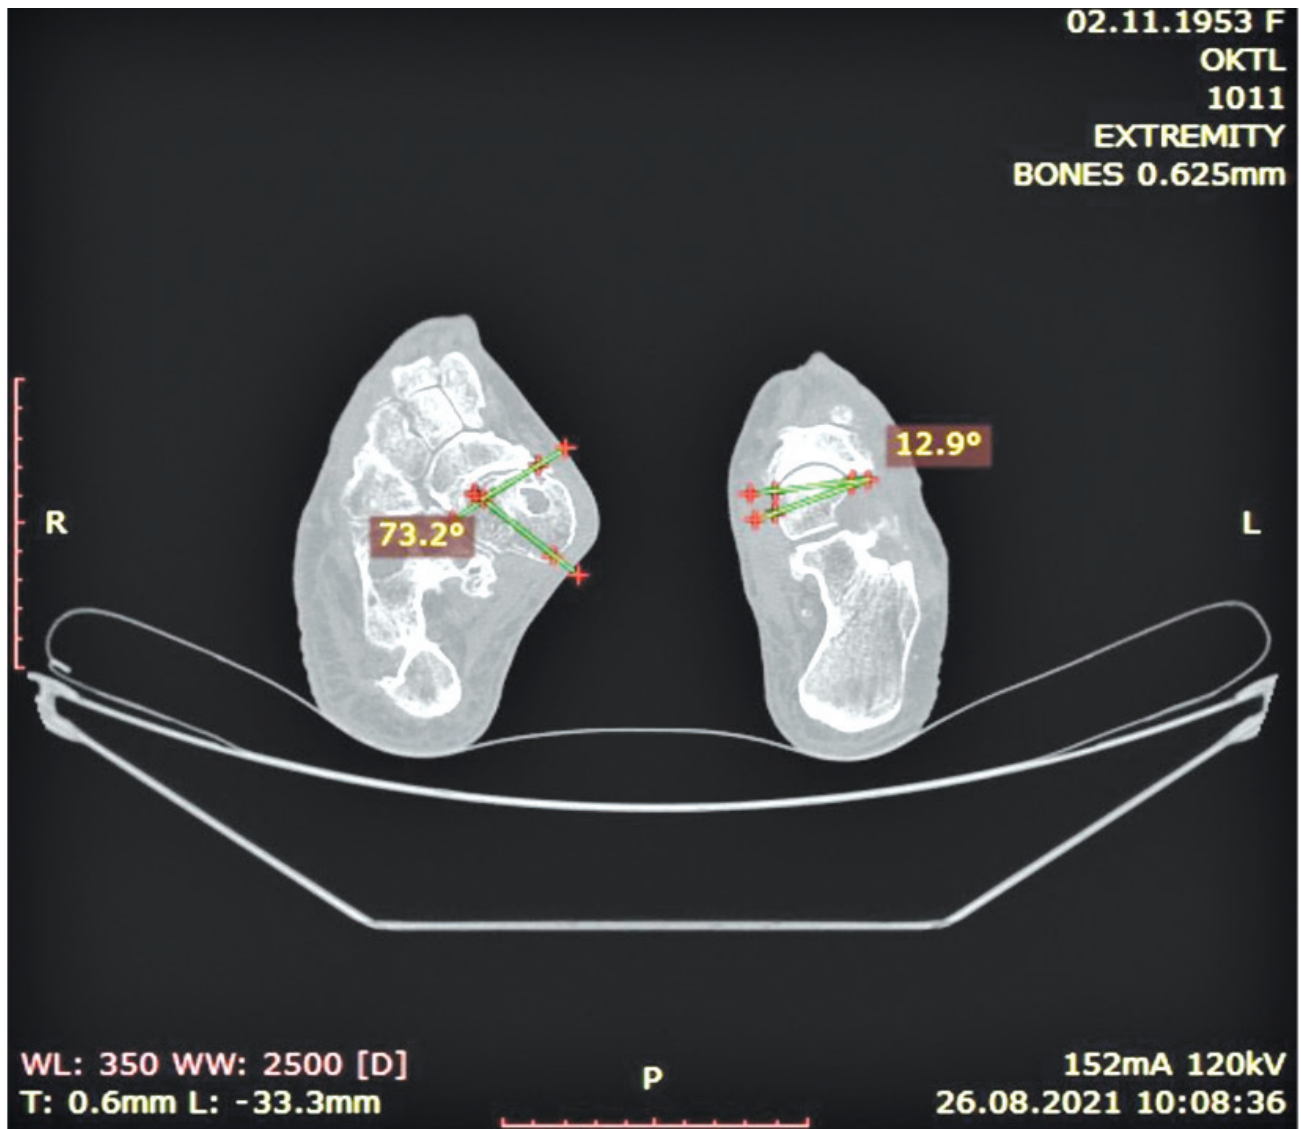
Обрахування кута непокриття головки ТК за аксіальним КТ-сканом: зліва – норма, справа – ПС. Пацієнтка 67 років, за даними УЗД – III ступінь дегенеративних змін за Z.S. Rosenberg та ін.
